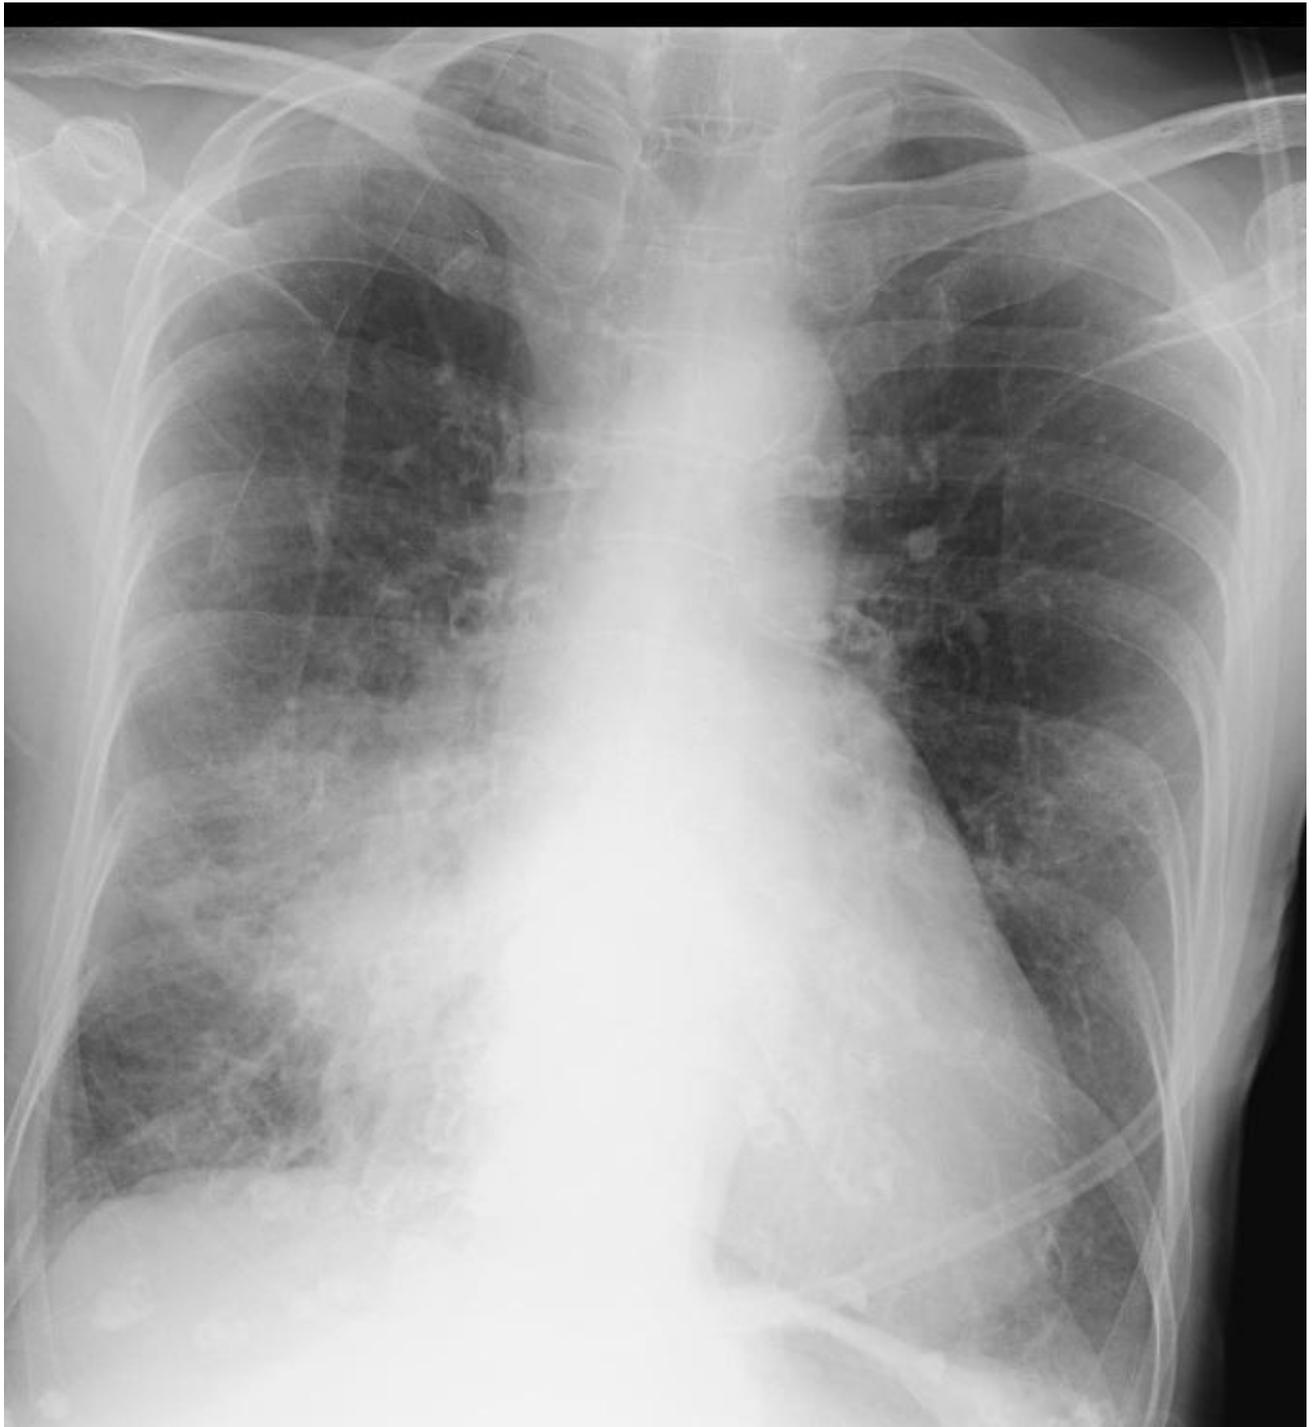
Radiographie du thorax : surcharges pulmonaires
